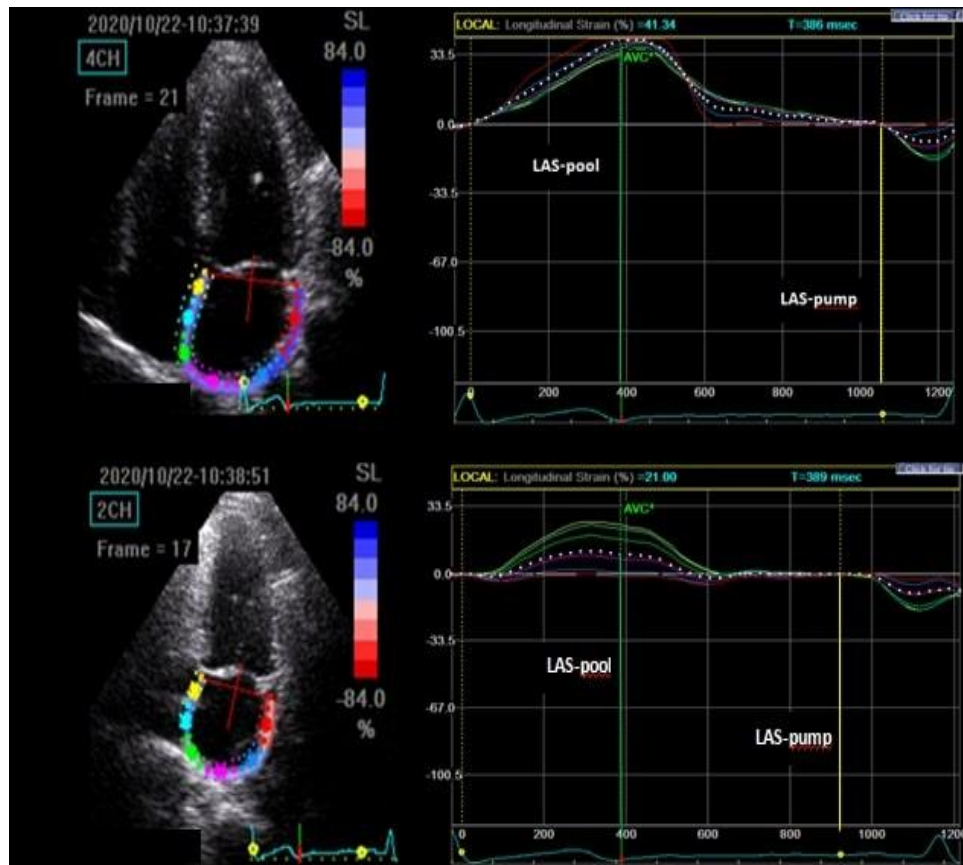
Ecografia 2d-speckletracking(STI) atriala stangă
